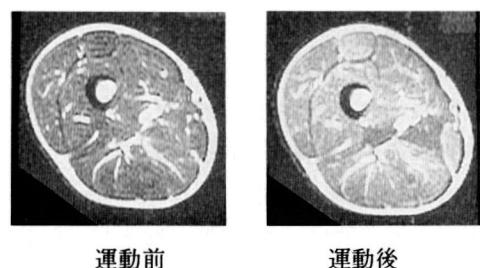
20歳男性。運動前後の大腿部MRIの変化
